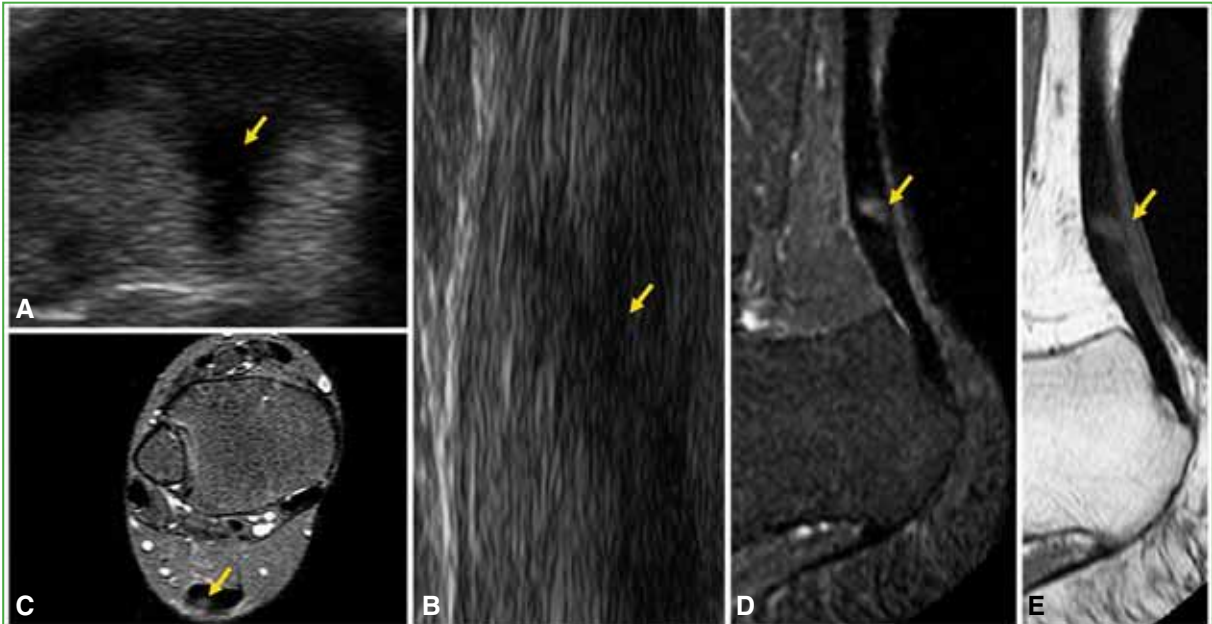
Desgarro parcial del tendón de Aquiles por corte con un vidrio. El tendón muestra la lesión focal tanto en la ecografía (A y B) como en la resonancia magnética (C-E). El resto del tendón es normal.
